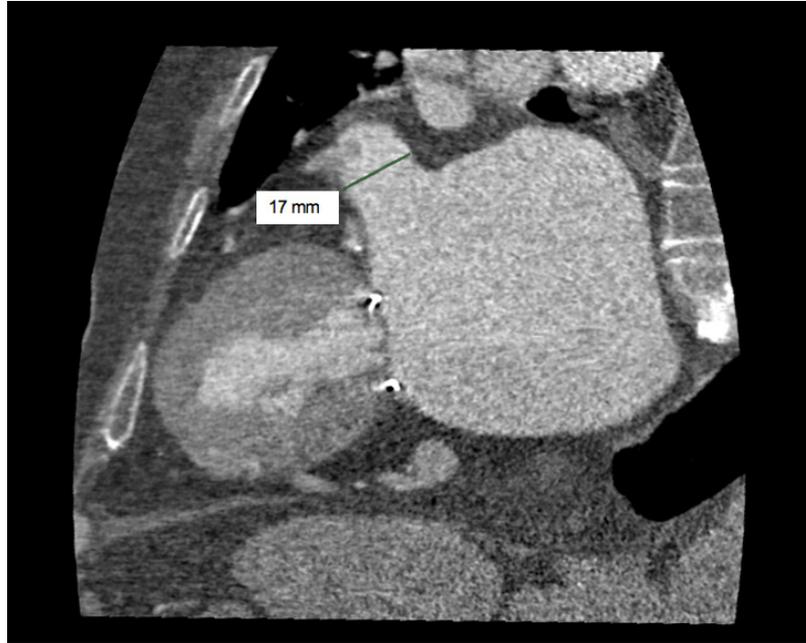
TOMOGRAFÍA CARDIACA, ESTUDIO PREINTERVENCIONISMO
